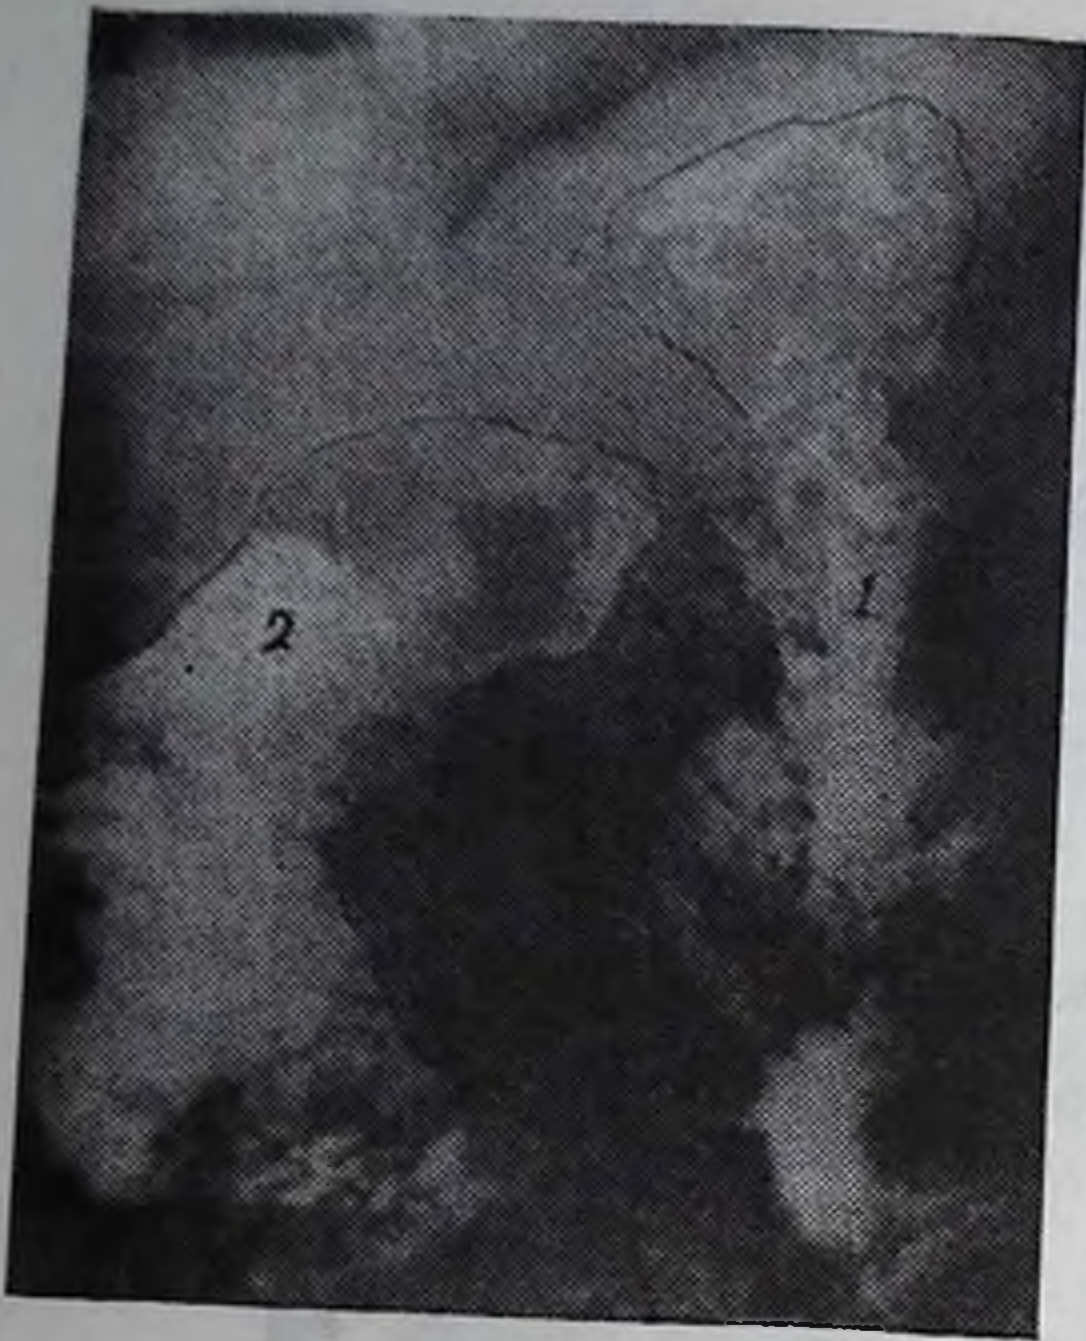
Рентгенограмма желудка и тощей кишки после реконструктивной резекции желудка по Ру—Юдину. Эвакуация ритмичная, порционная.
